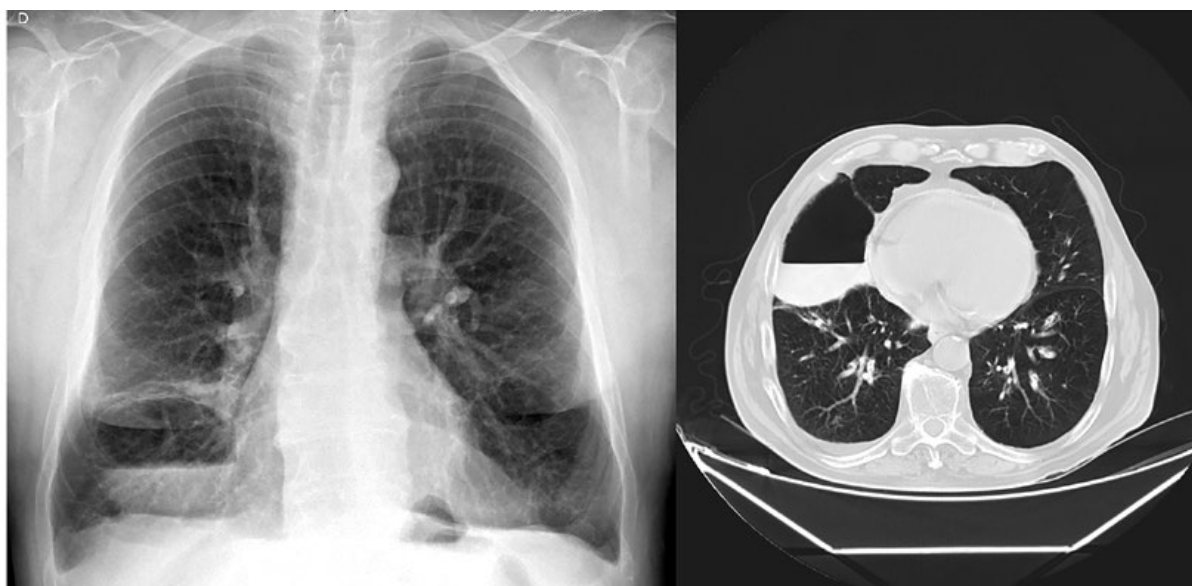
Lung abscess before treatment. Chest radiography (left picture), postero-anterior incidence, showing a round opacity in the lower zone of the right hemithorax, with air-fluid level. Thorax CT scan (right picture), showing bilateral emphysema, a round air-fluid densification in the right lower lung lobe, and a minimal right pleural effusion.
